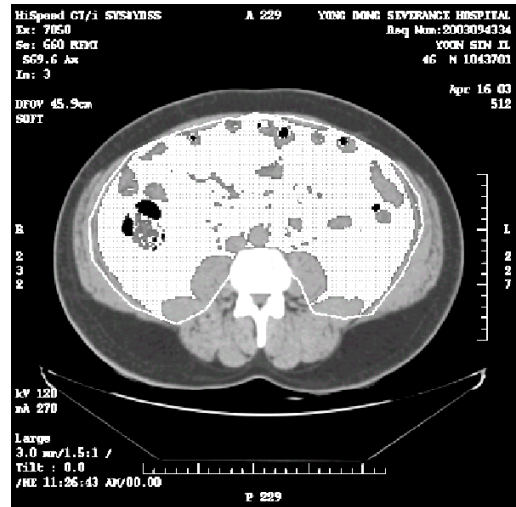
복부내장지방조직 컴퓨터단층촬영
